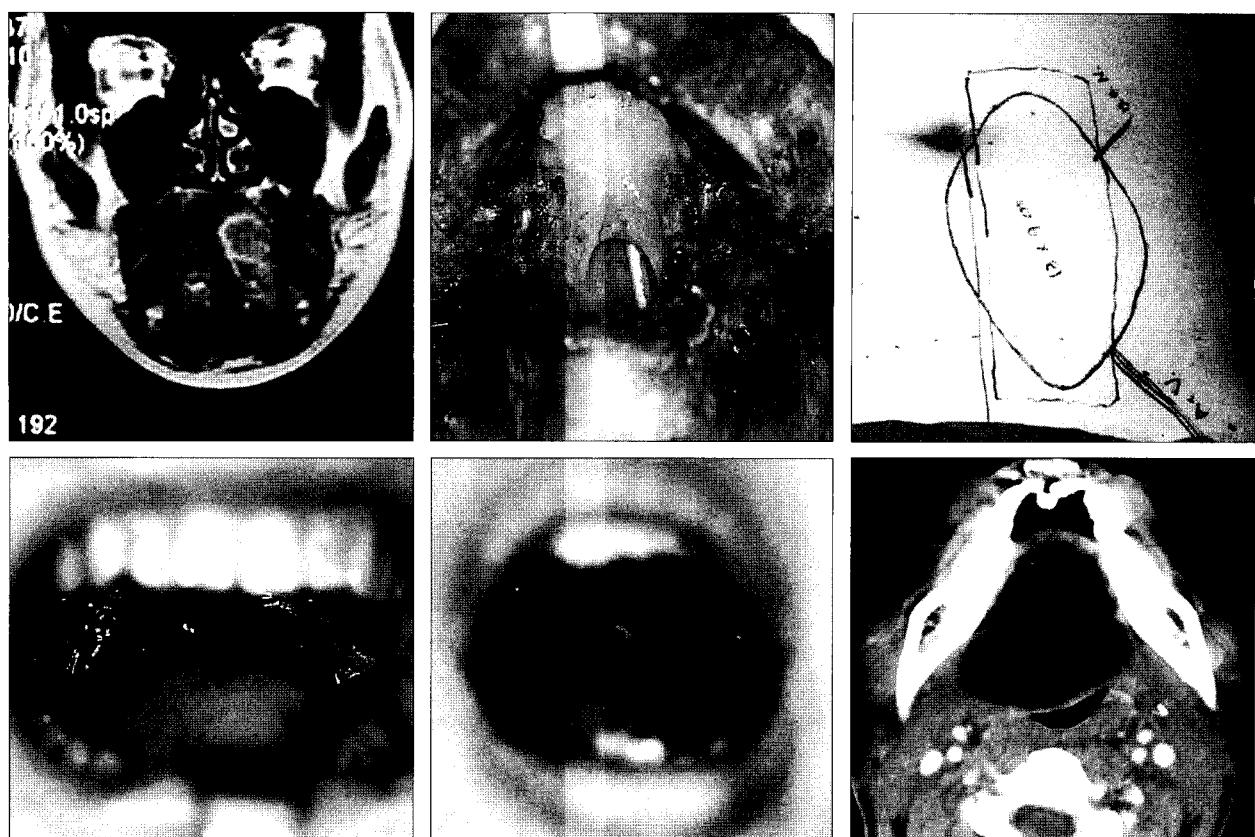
(Above, left) Mass lesion was shown on left side of tongue in MRI. (Above, center) A 21-year-old female who underwent total glossectomy. (Above, right) Design of the rectus abdominis musculocutaneous flap including the intercostal nerve and the deep inferior epigastric vessels. (Below, left) Total tongue reconstruction with innervated rectus abdominis musculocutaneous flap. (Below, center) 9 months after the operation, there was sufficient volume in the oral cavity. (Below, right) CT scan of reconstructed tongue showed no obvious atrophy at 7 months after reconstruction.
